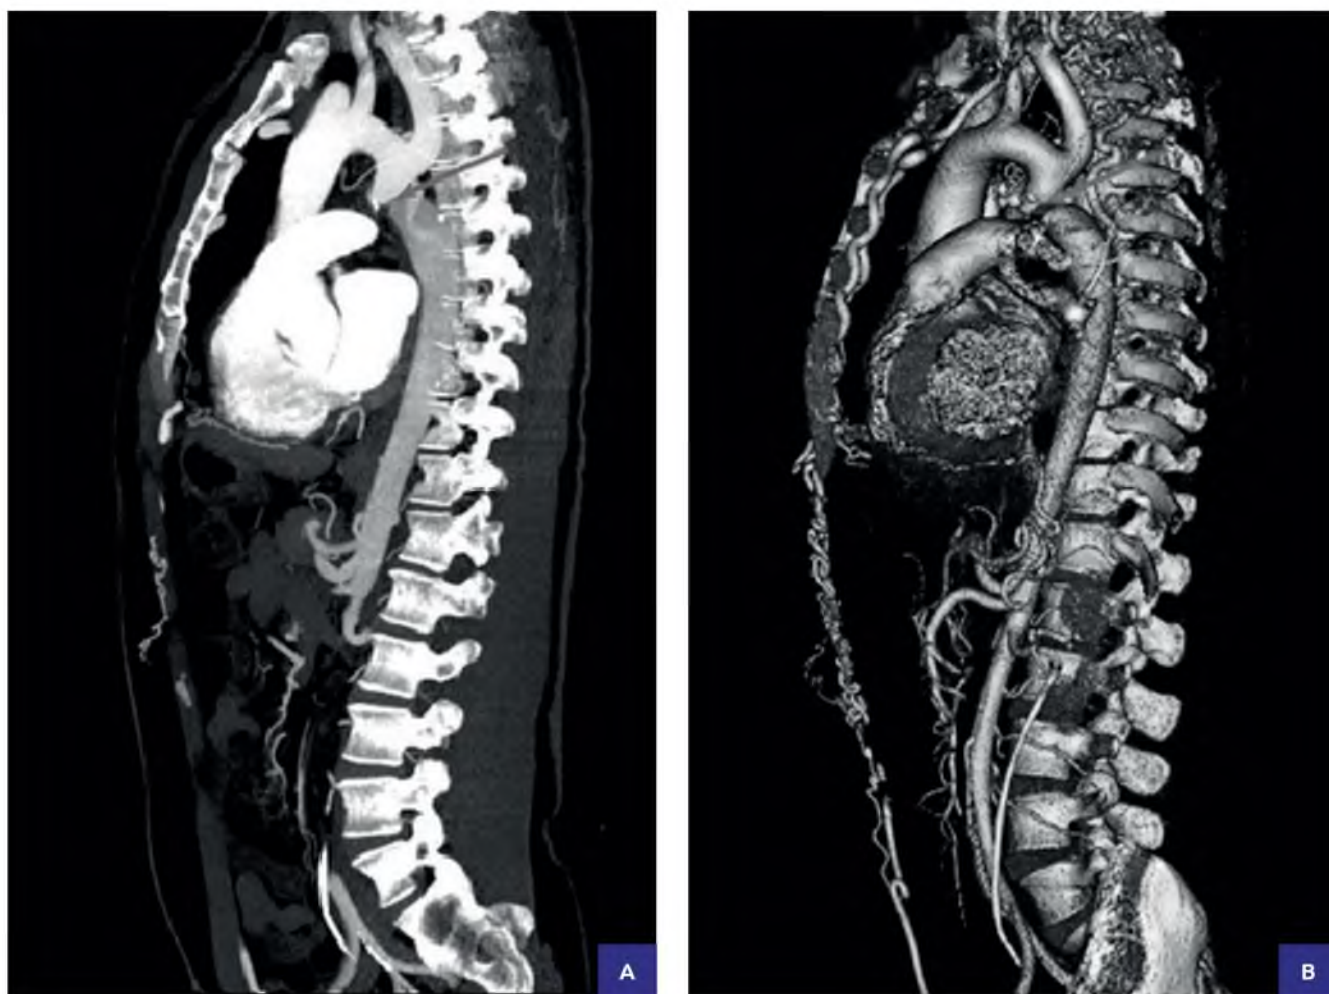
КТ – ангиография. Артериальная фаза (первая спираль). А – мультиплановая реконструкция; В – трёхмерная (3 D) реконструкция
